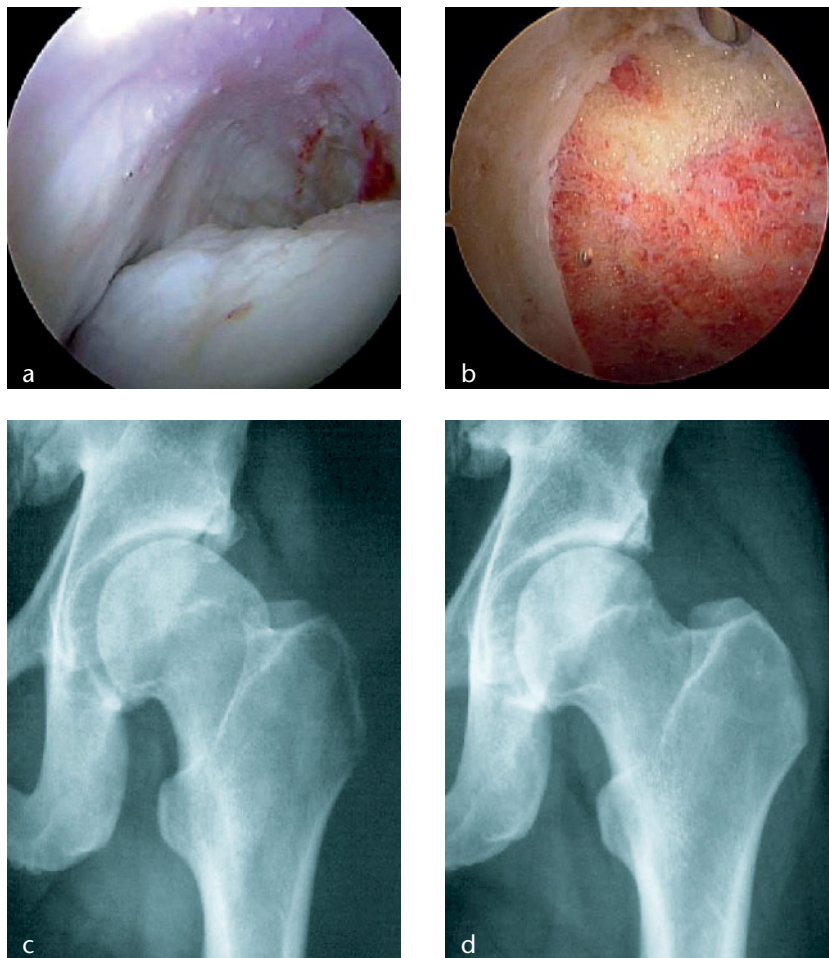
a) Arthroskopisches Bild CAM-Impingement, b) arthroskopisches Bild nach Resektion, c-d) prä- und postoperatives Röntgenbild linke Hüfte.
